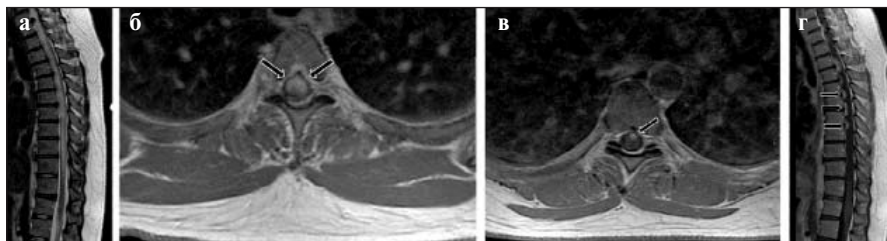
МРТ позвоночника (а–г). После введения контрастного вещества выявляется несколько интрамедуллярных очагов в шейном и грудном отделах спинного мозга
